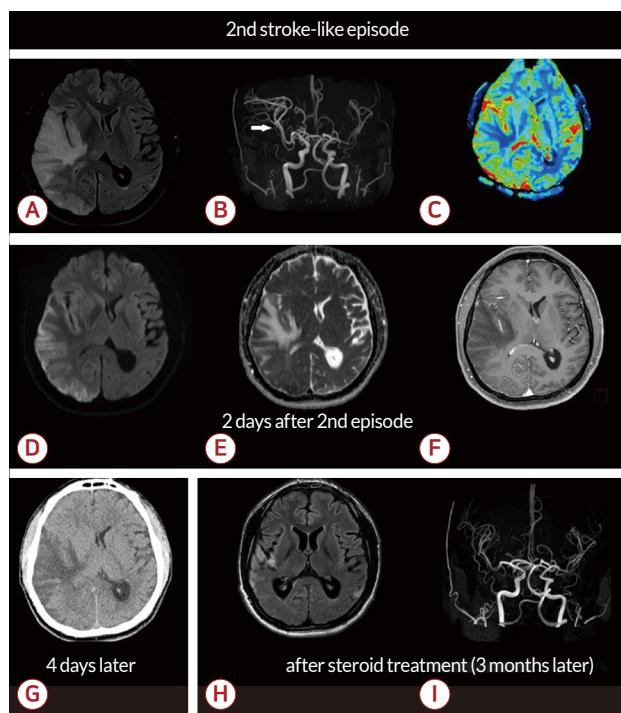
Second episode. (A) Fluid-attenuated inversion recovery image. There is vasogenic edema in right frontal, temporal and parietal lobe with midline shift. (B) Vasodilation of right middle cerebral artery was observed (arrow). (C) Perfusion-weighted image. Cerebral blood flow (CBF) shows focal cortical hyperperfusion on the right temporo-parietal cortex. (D-F) Diffusion weighted image, acquired diffusion coefficient, and enhanced image show vasogenic edema. (G) Follow-up computed tomography image. There is aggravation of midline shift. (H, I) Follow-up magnetic resonance image after 3 months. High signal intensity lesions and vasodilation have been resolved.
